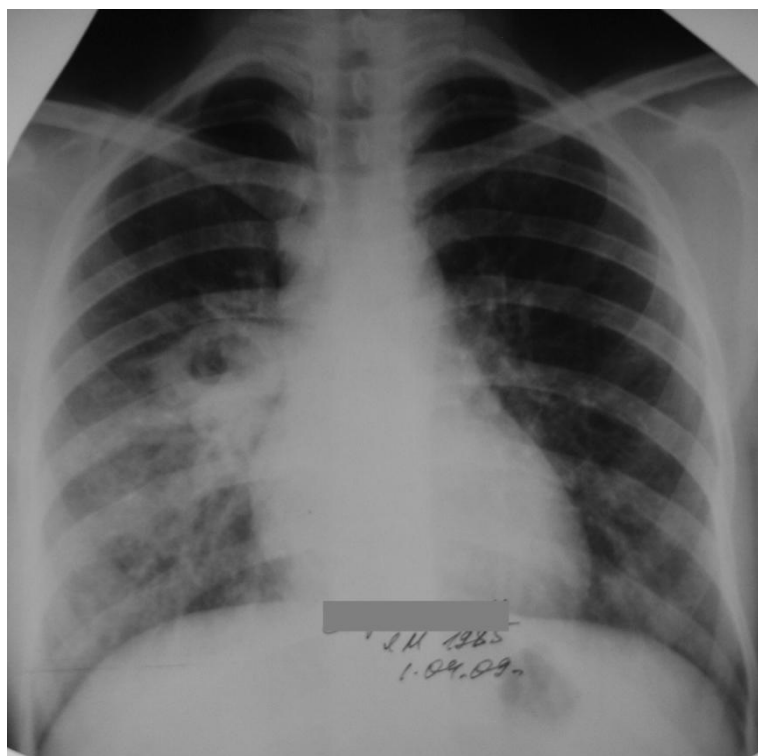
Обзорная рентгенограмма больной С. при поступлении. В S6 правого легкого определяется инфильтративное затемнение с полостью распада до 3,5 см в диаметре, в базальных отделах легкого множественные очаги диссеминации.
